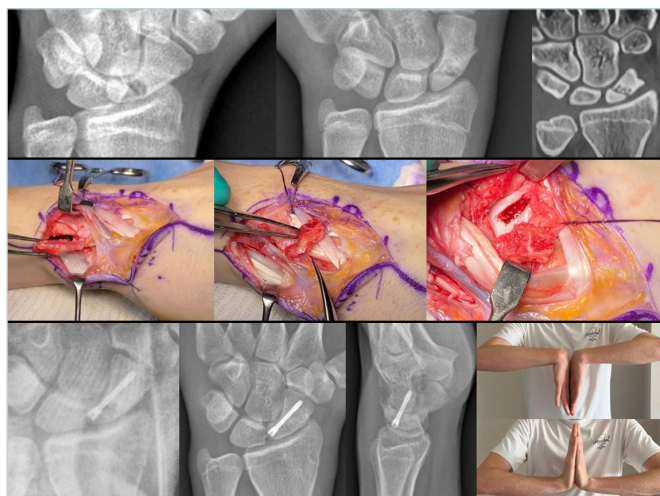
Sintesi con vite di Herbert di un polo prossimale – tecnica I-II intercomartmentale/Zeidemberg – preop, in-trope e evoluzione radiografica e clinica.
